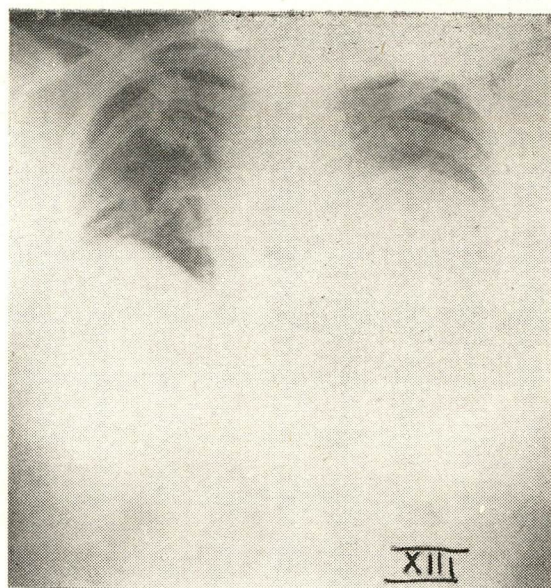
Radiografia em P. A., post-operatória em que se nota a redução da área respiratória do H. E. Vê-se a cânula de traqueotomia. Sofreu Lobectomia inf. Esquerda.
